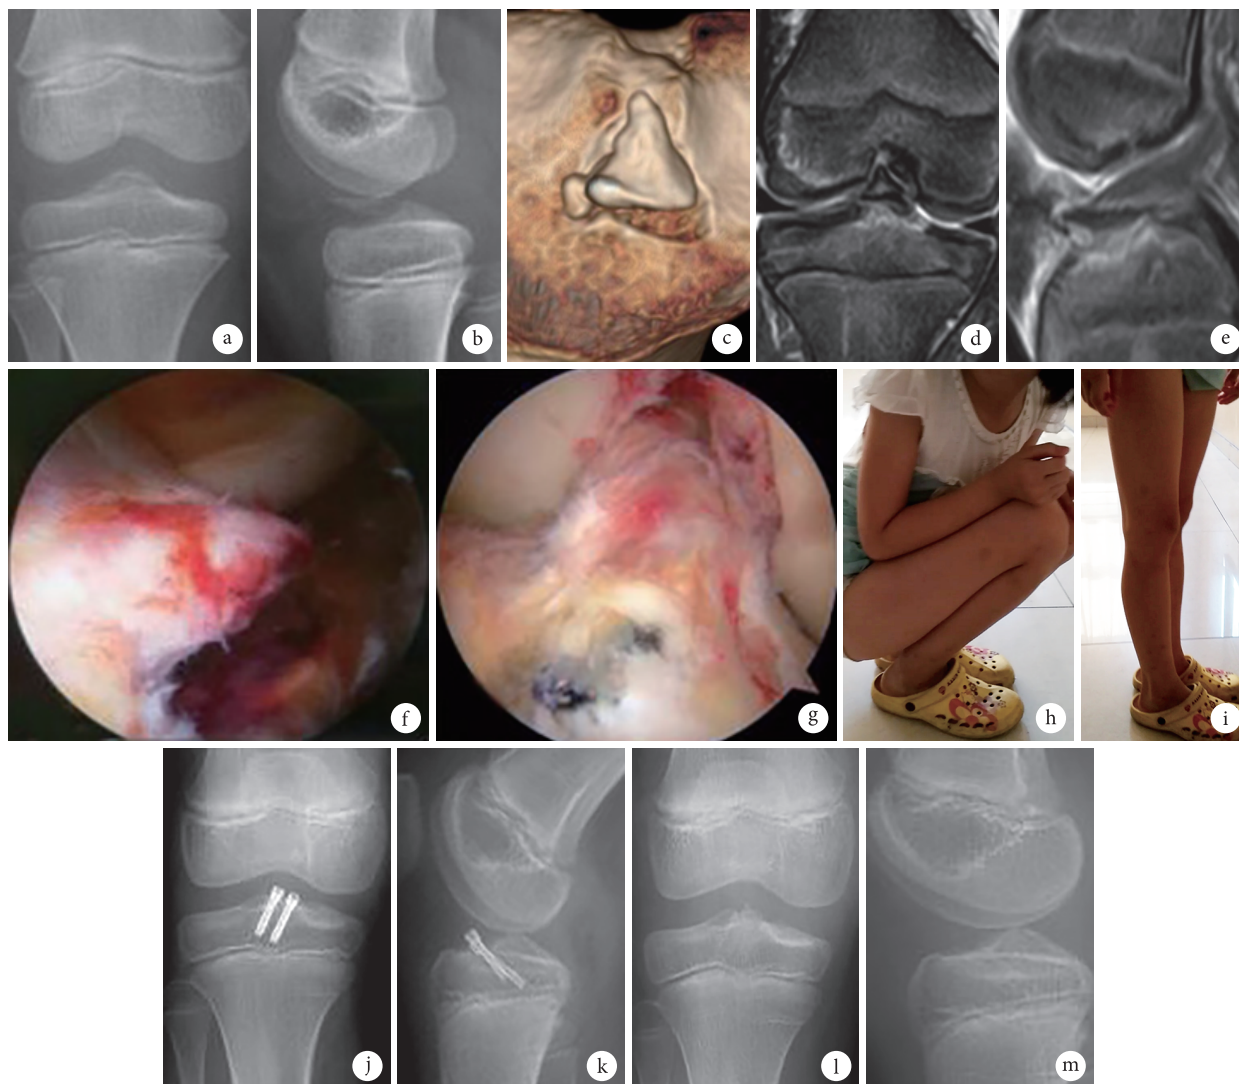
患儿,女,8岁,交通事故伤致右膝 ACL 胫骨止点撕脱骨折 (Meyers-McKeever III a 型) a, b. 术前正侧位 X 线片; c. 术前 CT 三维重建; d, e. 术前 MRI; f, g. 术中关节镜下骨折复位并螺钉固定; h, i. 术后 1 年膝关节屈伸功能; j, k. 术后 1 年正侧位 X 线片; l, m. 术后 1 年螺钉取出后正侧位 X 线片, 未见骨骺损伤
